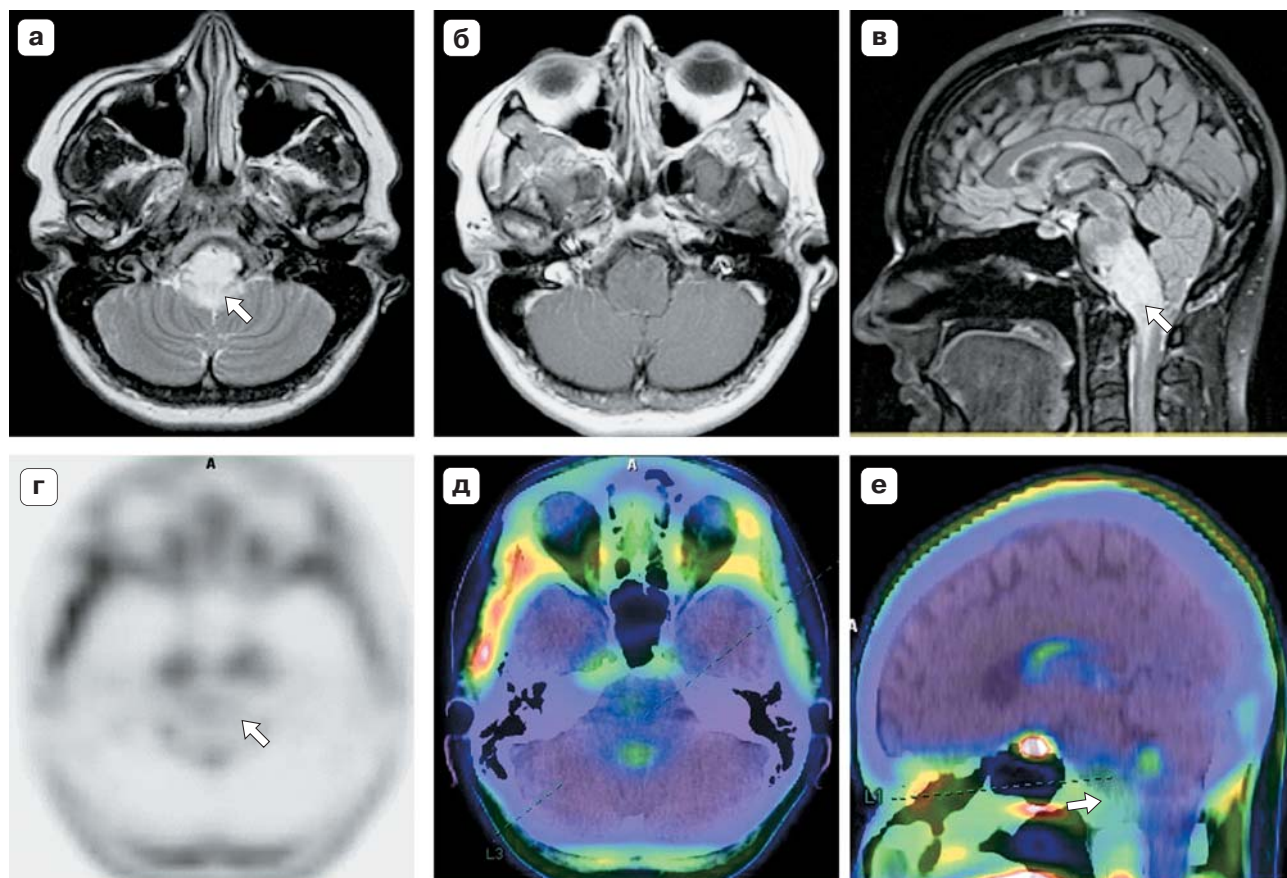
МР- и ПЭТ-изображения с ^{18}F -холином. Диффузная глиома ствола головного мозга. При МРТ в режимах T2 (а), T1 с контрастным усилением (б) и FLAIR в проекции продолговатого мозга с переходом на мост выявляется диффузное образование повышенного сигнала в режимах T2 и FLAIR без признаков патологического накопления контрастного вещества. На ПЭТ-изображениях образование характеризуется умеренным повышением накопления РФП – 1,54 и на втором этапе 1,69. В проекции непораженной правой гемисферы мозжечка 0,6 и 0,41 соответственно.
